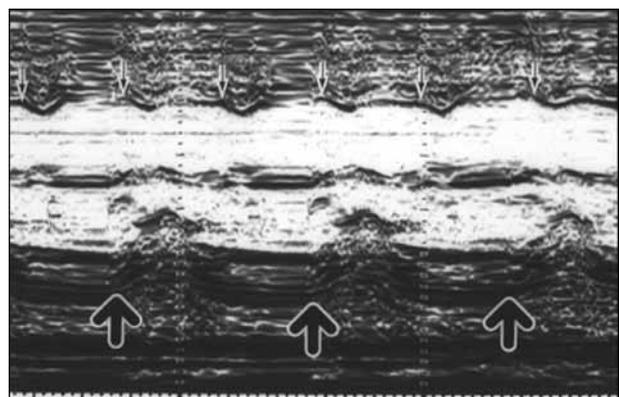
先天性完全房室ブロックのMモードエコー図。
